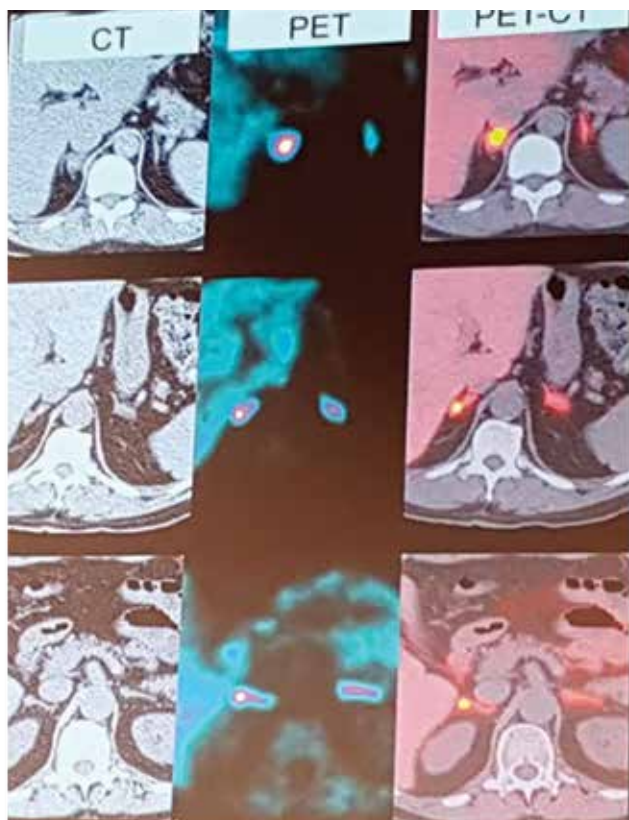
Порівняння інформативності трьох методик візуалізації надниркових залоз (зліва направо): комп'ютерна томографія, позитронно-емісійна томографія, позитронно-емісійна томографія з накладанням на комп'ютерно-томографічне зображення.
